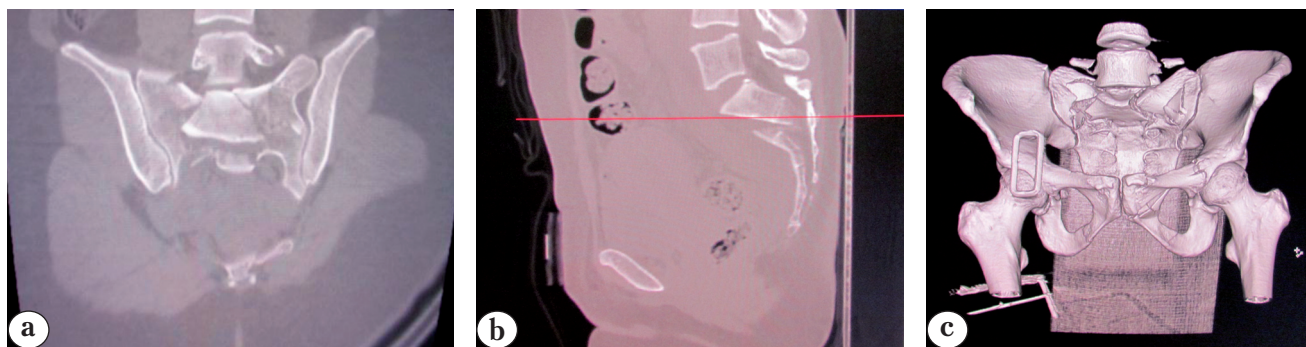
СКТ таза пострадавшей Ч. перед операцией: а – коронарная; б – сагиттальная плоскости; с – 3D-реконструкция
